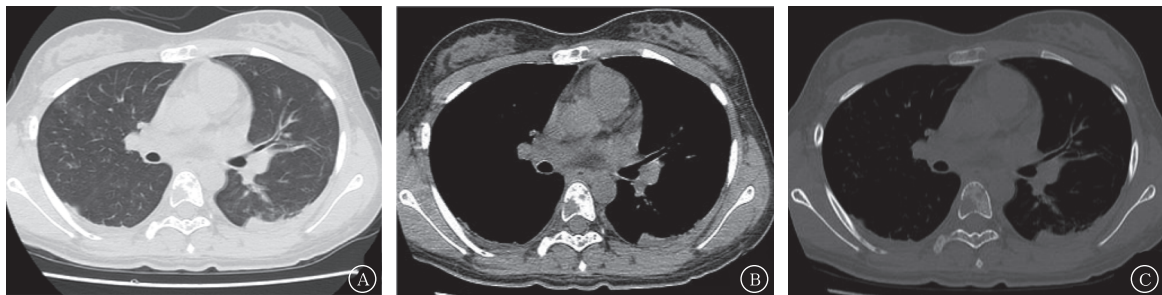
尤文肉瘤多发骨转移患者(女性, 11岁9个月)胸部CT检查图 A为肺窗; B为纵膈窗, 示双肺多发斑片状影, 双侧胸腔少量积液; C为骨窗, 示胸骨、肋骨及胸椎多处骨质破坏。CT为计算机体层摄影术
